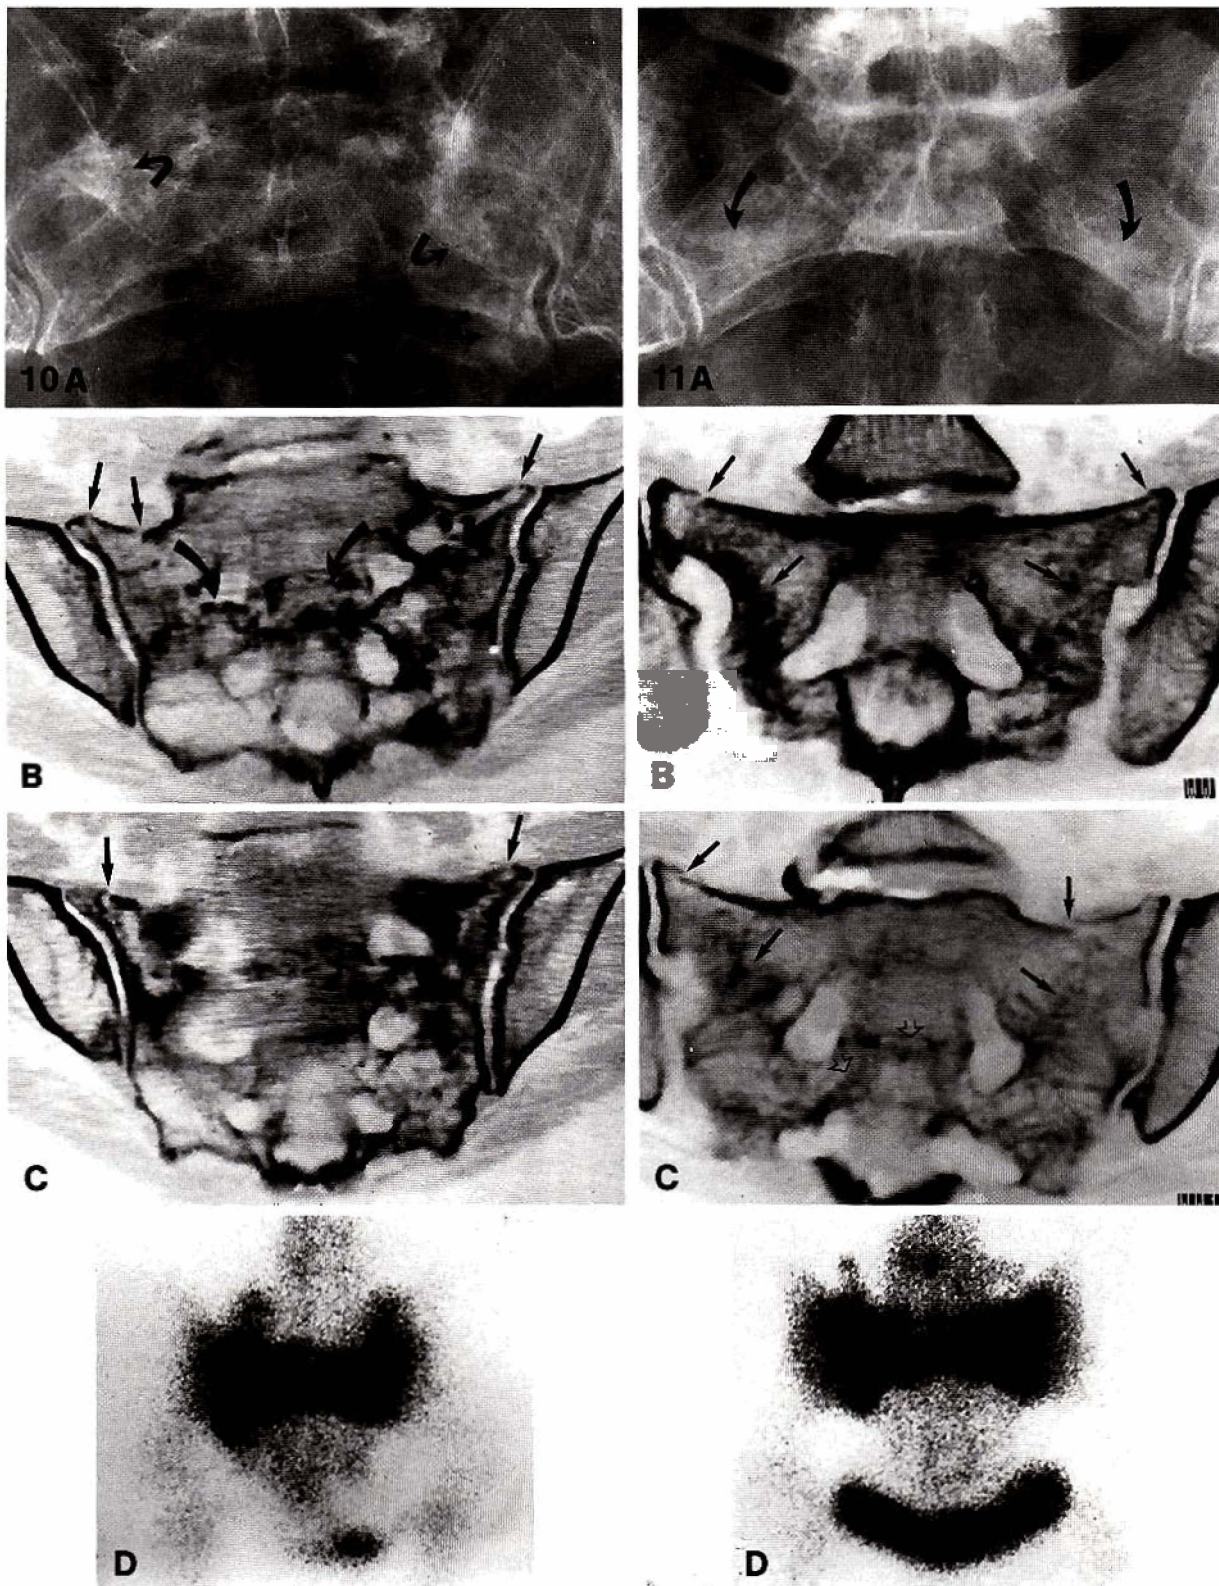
A-D. Fracture par insuffisance osseuse du sacrum chez une patiente ostéopénique. A Cliché standard de face. Condensations osseuses hétérogènes des 2 ailerons sacrés qui doivent être systématiquement recherchées devant une ostéoporose douloureuse, surtout s'il existe des fractures des contraintes au niveau des branches ilio et ischio-pubiennes; B coupe scanographique à la partie moyenne du sacrum. Les traits de fracture corticaux sont bien visibles sur les ailerons sacrés (flèches droites) et peuvent être suivis grâce à l'ostéocondensation réactionnelle dans toute la longueur du sacrum. Le trait transversal est parfaitement objectivé par son ostéocondensation au niveau de S_3 (flèches courbes); C coupe à la partie inférieure de l'articulation qui montre parfaitement les traits de fracture de chaque côté; D scintigraphie en face postérieure. Image d'hyperfixation caractéristique, en aile de papillon du sacrum
